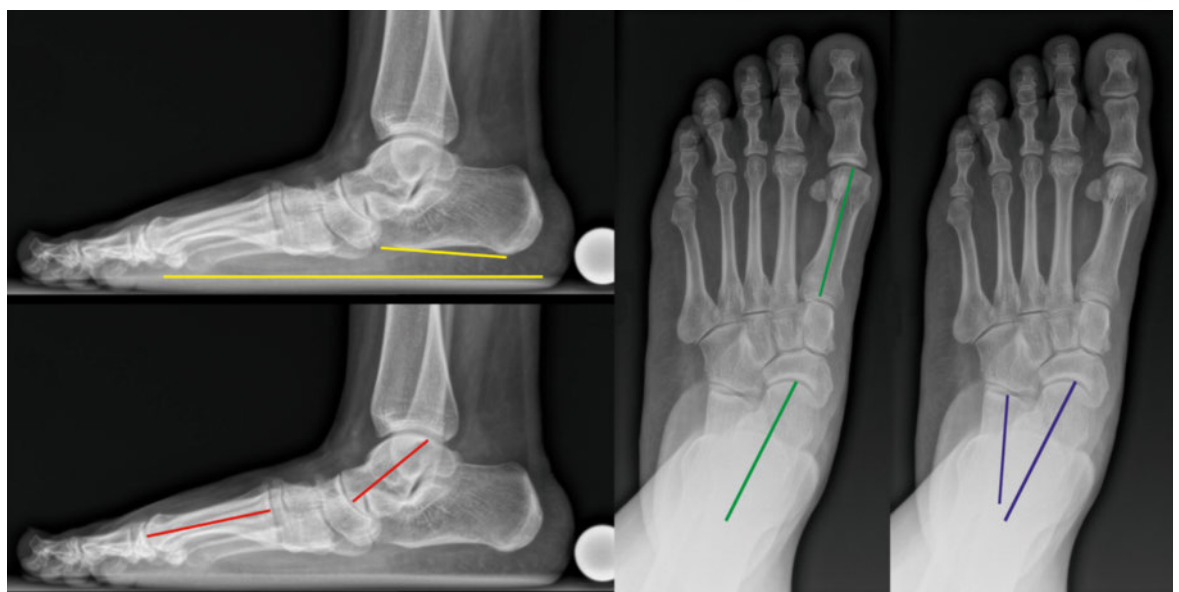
Sélection d'angles majeurs pour la description d'un pied plat valgus à la radiographie conventionnelle. Jaune: «calcaneal pitch»: angle avec la ligne comprise entre le point le plus plantaire du calcanéum et la limite inférieure de l'articulation calcanéocuboïdienne d'une part et la surface d'appui au sol d'autre part. Normal 25–45°. Rouge: angle talo-métatarsien («Meary's angle»). Normal env. 0°. Vert: angle talo-métatarsien en incidence dorso-plantaire. Normal env. 0°. Bleu: angle talo-calcanéen en incidence dorso-plantaire («Kite's angle»). Normal 15–30°.
